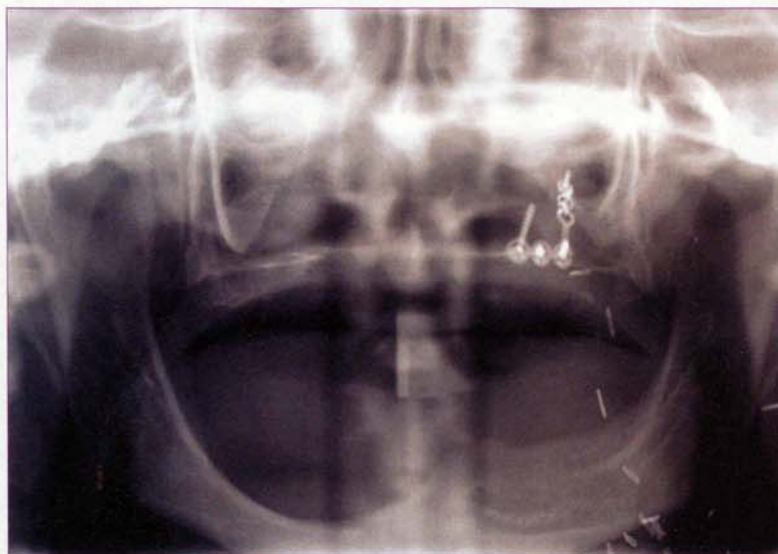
Ortopantomografia pré-operatória.
